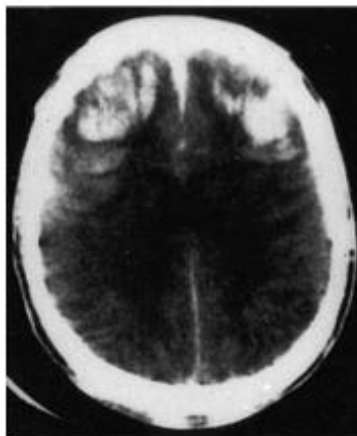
Imagen de TAC hiperdensa a nivel de los Lóbulos Frontales correspondiente a HI resultado de un TCE. Tomada de: Kaye, A.H. (2005). *Essential Neurosurgery Blackwell Publishing*. UK: Oxford.
